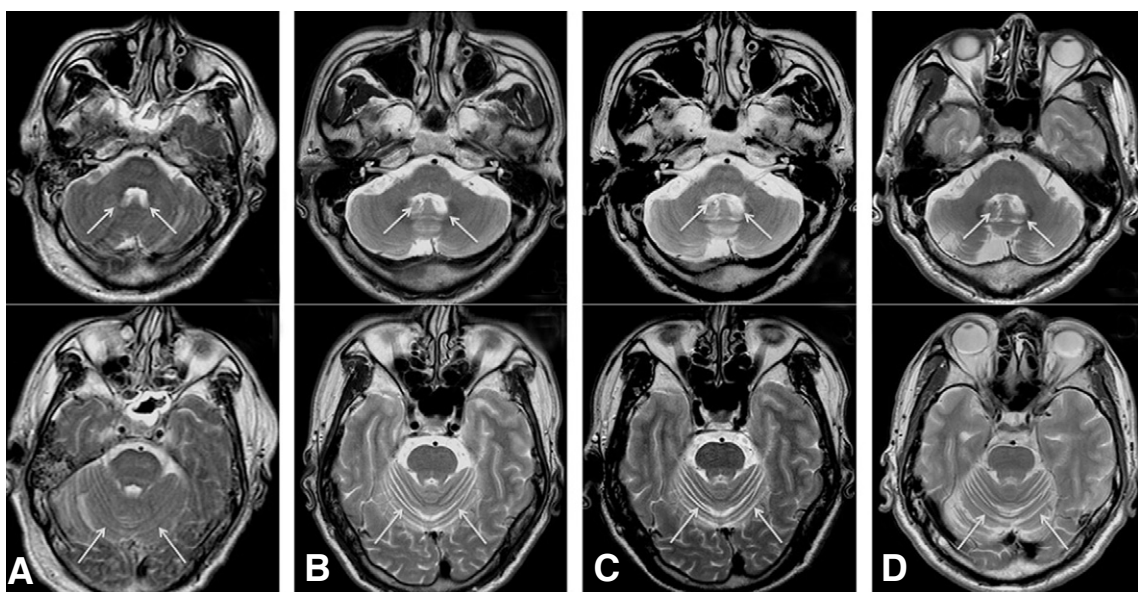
These serial T2-weighted images show progressive atrophic change of the cerebellum (lower row) as well as dilated fourth ventricle (upper row). (A) Aug. 22, 2005, (B) Nov. 11, 2005, (C) Apr. 4, 2007, (D) Jul. 3, 2008.
